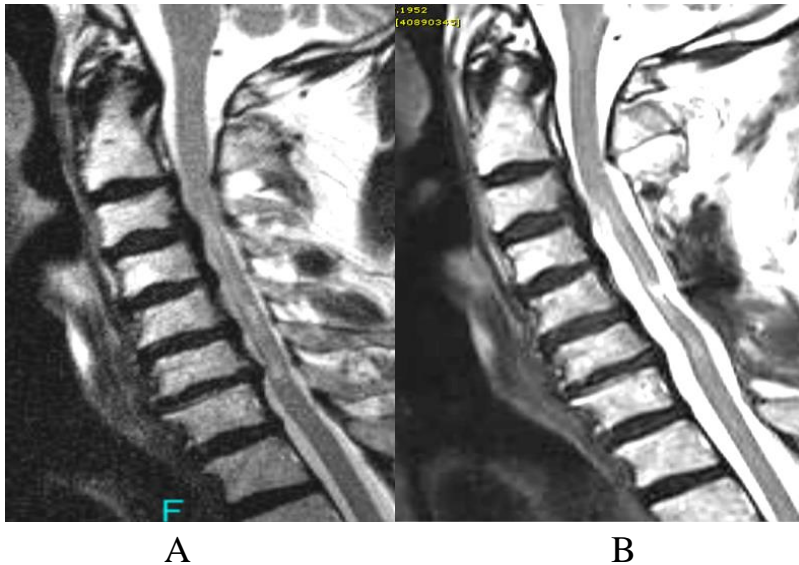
MRT-Abbildung des in der vorliegenden Studie untersuchten Patienten mit CSM vor (A) und nach der Operation (B), der laminectomiert und instrumentiert wurde. Deutlich zu sehen sind Signalveränderungen des Myelons vor und nach der OP als bildmorphologisches Korrelat einer CSM.
